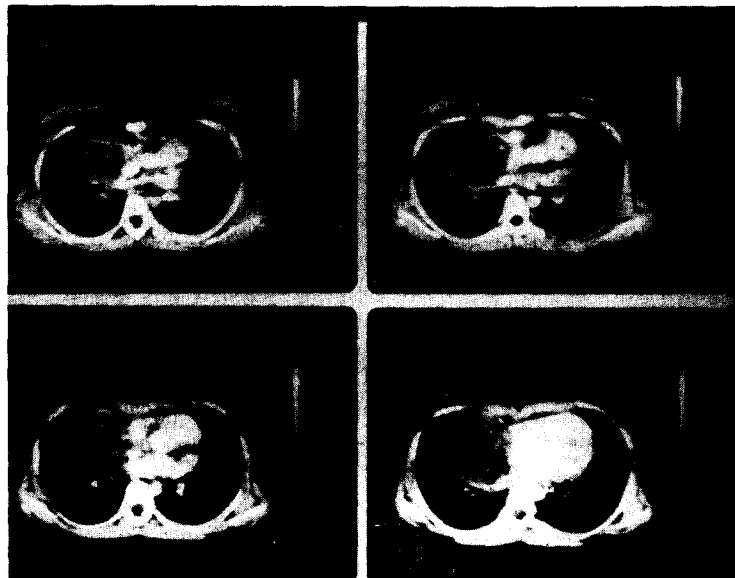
Preoperative chest CT scan shows homogeneous low-density mass shadow adjacent to SVC, ascending aorta and heart.
